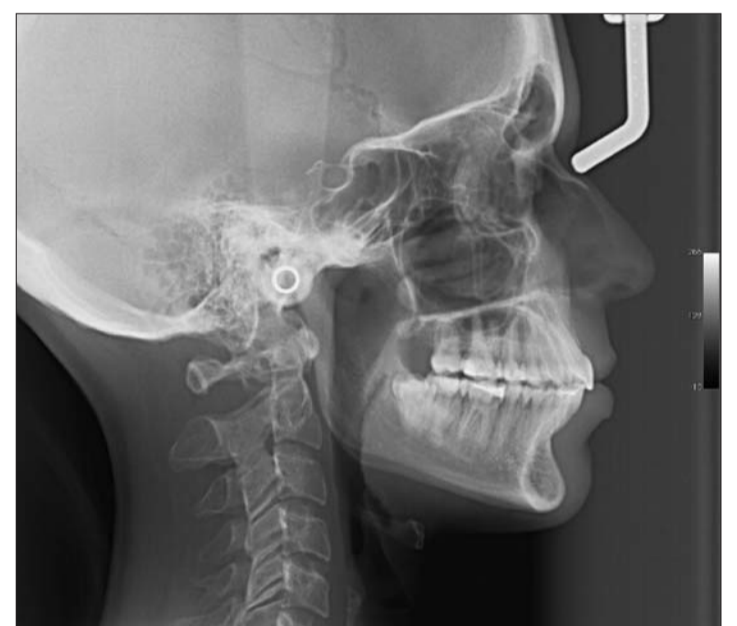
Fernröntgenbefund nach Entbänderung.
